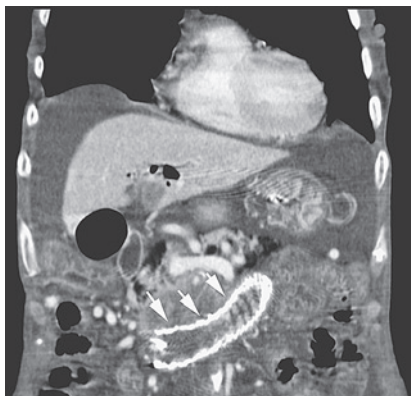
腹部CT：十二指腸ステントの留置像，肝内胆管
